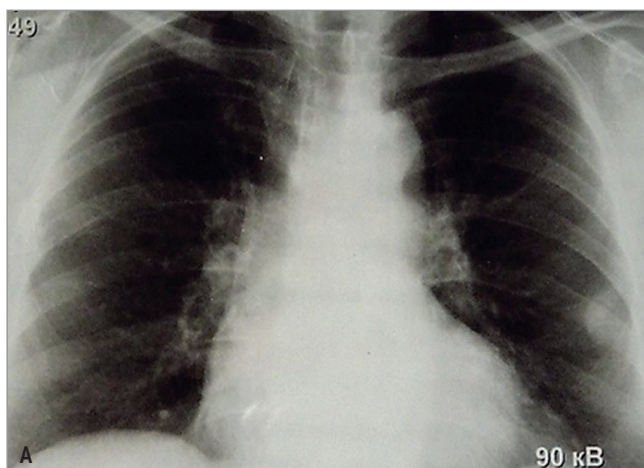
Липома грудной клетки под париетальной костальной плеврой у пациента 59 лет: А – рентгенография; Б – компьютерная томография
